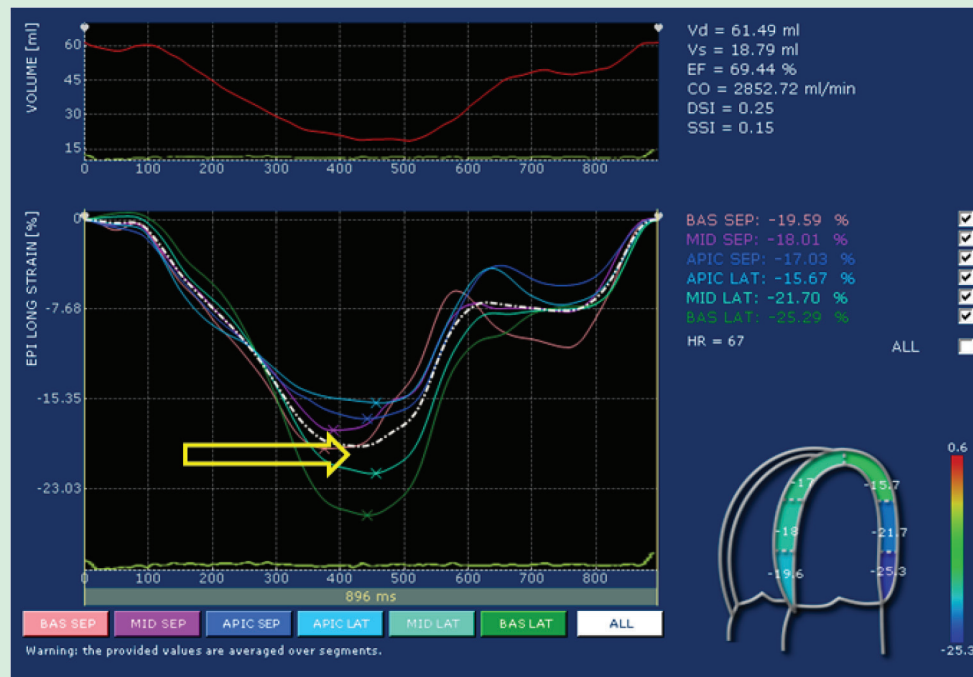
Imagem processada do strain bidimensional mostrando as curvas do strain derivadas de cada segmento a partir do corte apical quatro câmaras; a linha tracejada branca demonstra o strain global médio deste corte, ficando em destaque o pico do strain (seta); repetiu-se o mesmo procedimento no corte apical 2 e 3 câmaras e derivou-se a média do strain global das três vias apicais.
